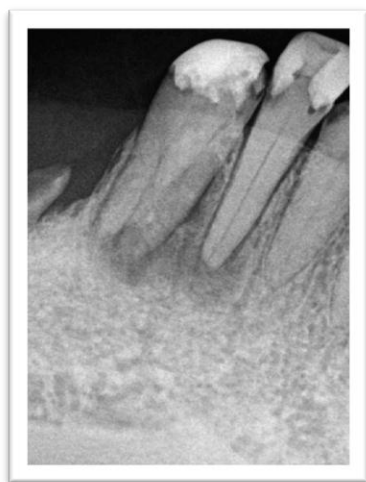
/3a 1. Radiografía Preoperatoria.
